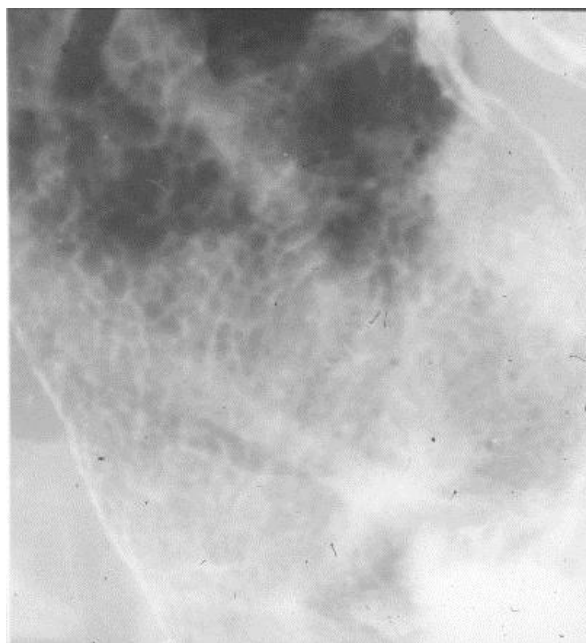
Прицельная рентгенограмма желудка. Малое наполнение взвесью сульфата бария: увеличенные желудочные поля. Хронический гастрит
